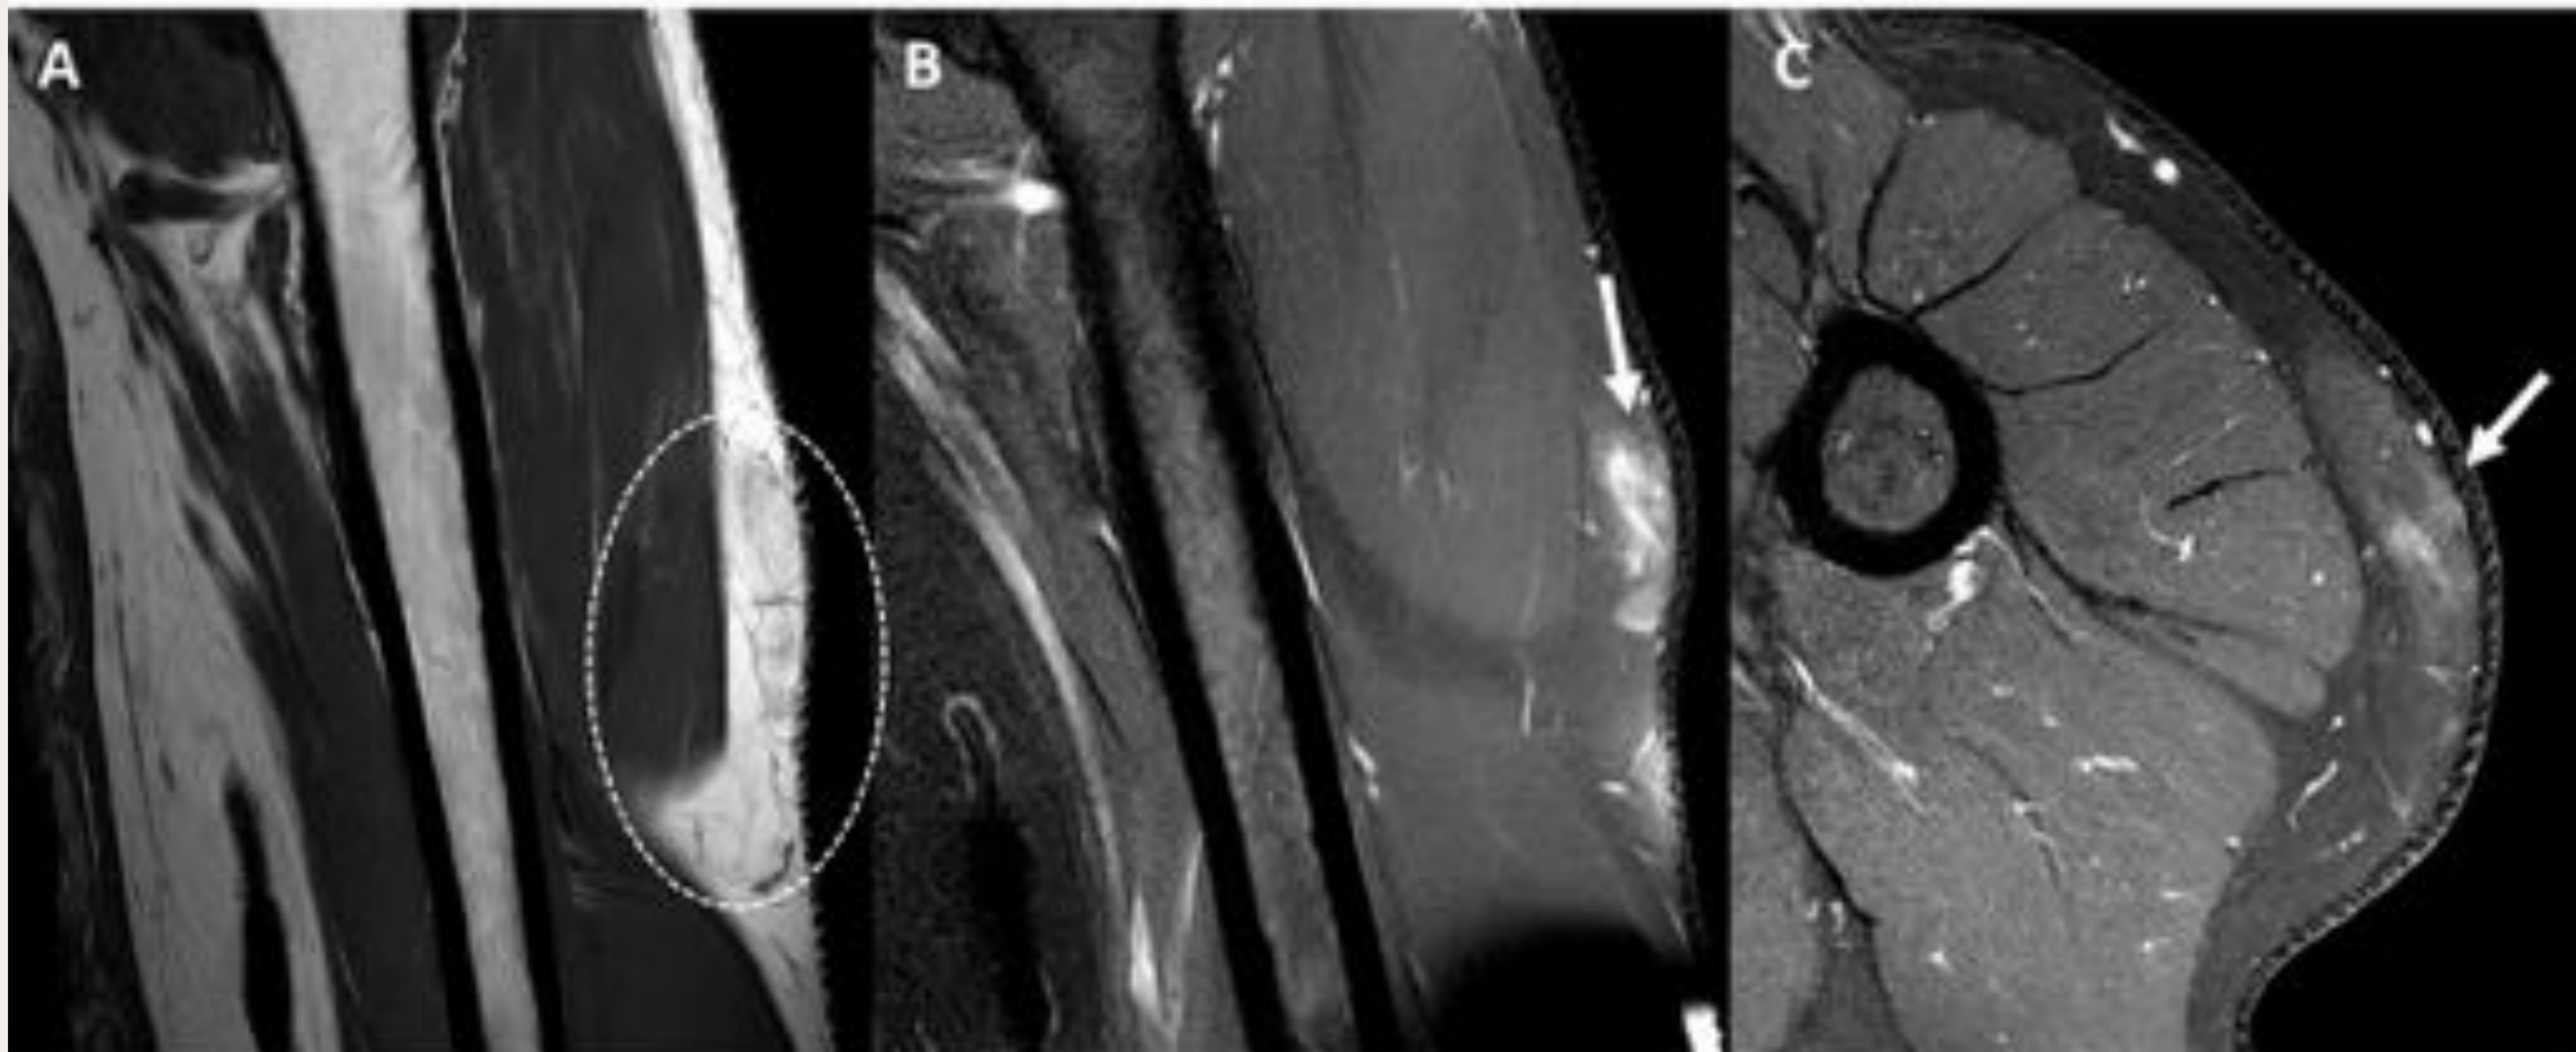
RM secuencias sagitales T1 (A), T2 con supresión grasa (B) y axial T1 con supresión grasa tras la administración de contraste (C). Área mal definida de aspecto estriado en el tejido graso subcutáneo del hombro izquierdo, ligeramente hipointensa T1, hiperintensa T2 y con leve realce tras la administración de contraste, compatible con foco de necrosis grasa (círculo y flechas).
